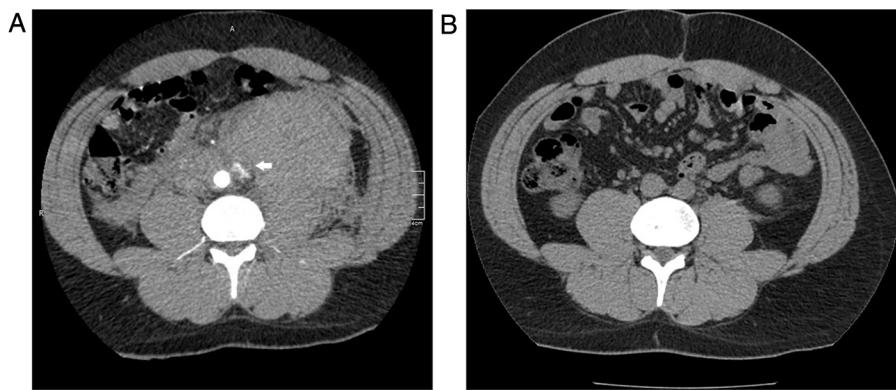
(A) Angio-TC de abdomen que muestra adenopatías paraaórticas con sangrado activo (flecha blanca) y asas intestinales desplazadas. (B) TC de abdomen de control (un año después).
